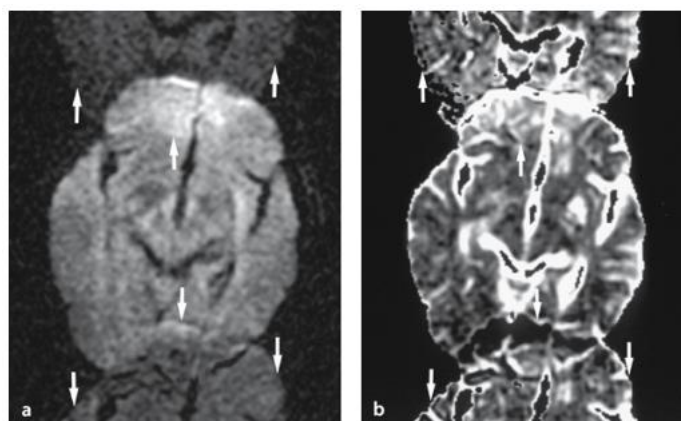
Artefacto aliasing. DWI, a; mapa de ADC, b. Adaptado de(59).
